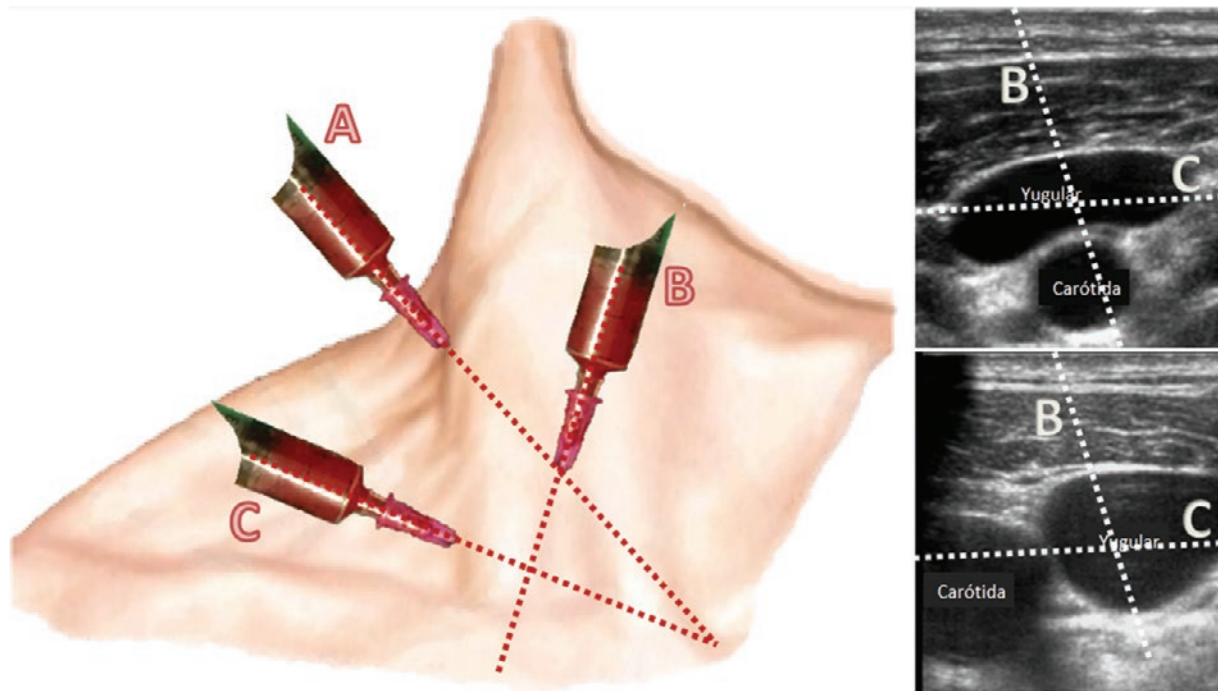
Abordajes para acceso yugular. A: La punción yugular posterior, por arriba del cruce de la vena yugular externa por el esternocleidomastoideo y dirigida al manguito del esternón, reduce complicaciones intratorácicas, pero tiene un trayecto cervical largo y una fijación cutánea alta. B: La punción yugular central o media, en el vértice de los fascículos anterior y posterior del esternocleidomastoideo y dirigida al pezón ipsilateral, aunque confiere menor comodidad, resulta sencilla y útil cuando la imagen ultrasonográfica ubica a la vena yugular lateral a la arteria carótida. C: La punción yugular posterior baja, 1-2 cm por arriba de la clavícula detrás del fascículo posterior del esternocleidomastoideo y dirigida al manguito del esternón, es sencilla, de bajas complicaciones, con fijación que deja libre el área cervical, y especialmente útil cuando la vena yugular por ultrasonido se ubica anterior a la arteria carótida.
